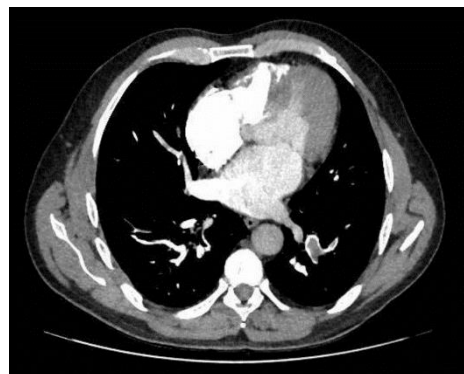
Angio-TC. Defecto repleción arteria pulmonar derecha Imagen 2. Angio-TC. Defecto repleción ramas arteria pulmonar izquierda
